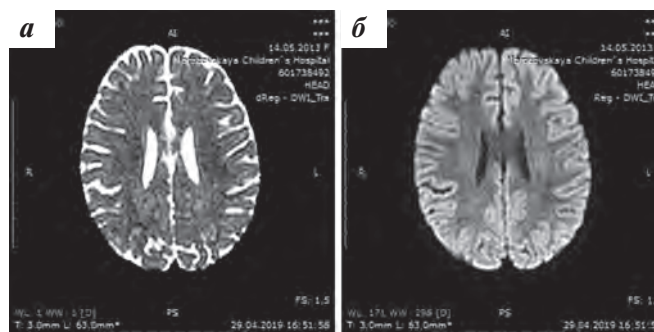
МРТ головного мозга от 29.04.2019 в аксиальной проекции в режиме ДВИ – $b = 1000$ (а) с соответствующим ИКД (б) на 21-е сутки от предыдущего исследования: регресс ранее выявленных изменений в семиовальных центрах
